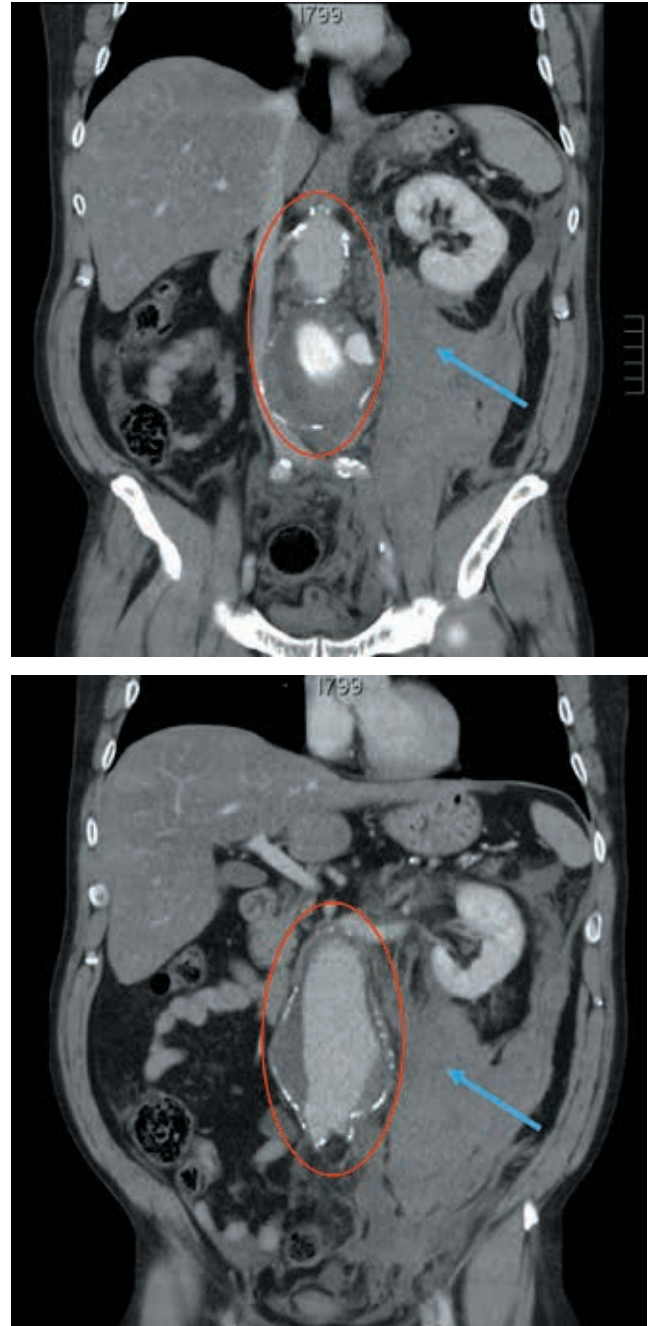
Cortes frontales de TC de abdomen con contraste: se observa un aneurisma de aorta infrarrenal, parcialmente trombosado (circunferencia roja), así como un importante hematoma retroperitoneal (flecha azul).
